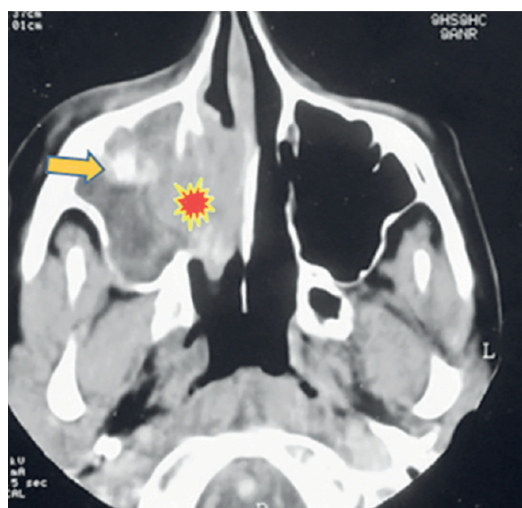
Пациент А., 32 года. Результаты компьютерной томография (КТ) (в аксиальной проекции): инвертированной папилломы (ИП) показали наличие кальцинатов в структуре.
